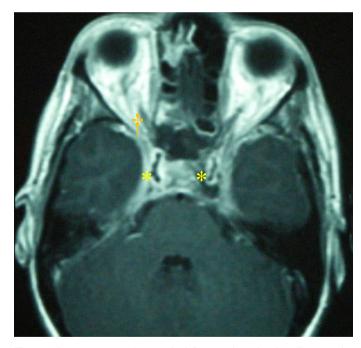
Resonancia magnética cerebral. Corte axial ponderado en T1 con gadolinio. Se aprecia captación de contraste en senos paranasales como también en ambos senos cavernosos (*), clivus y en las carótidas intracavernosas. Se señala el engrosamiento de la vena oftálmica derecha (†).
